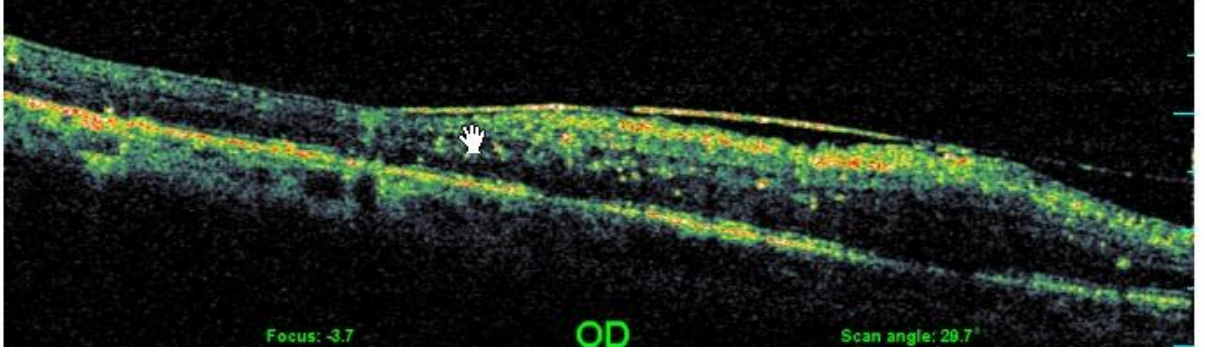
Kistoid makula ödeminin (KMÖ) optik koherens tomografi (OKT) görüntüsü
